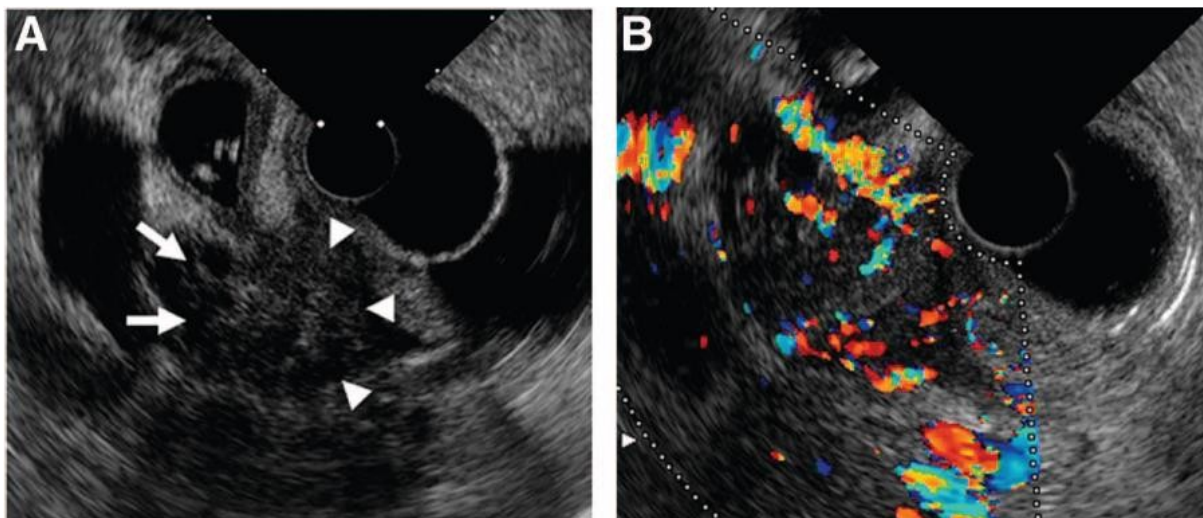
L'EUS identifica una IPMN-MD al cui interno si riscontra un nodulo in continuità con una lesione ipoecogena (frecce) fortemente sospetta (A). L'eco-color doppler mostra aree di flusso nel nodulo. La diagnosi istologica sarà di adenocarcinoma tubulare insorto su IPMN⁸⁷
